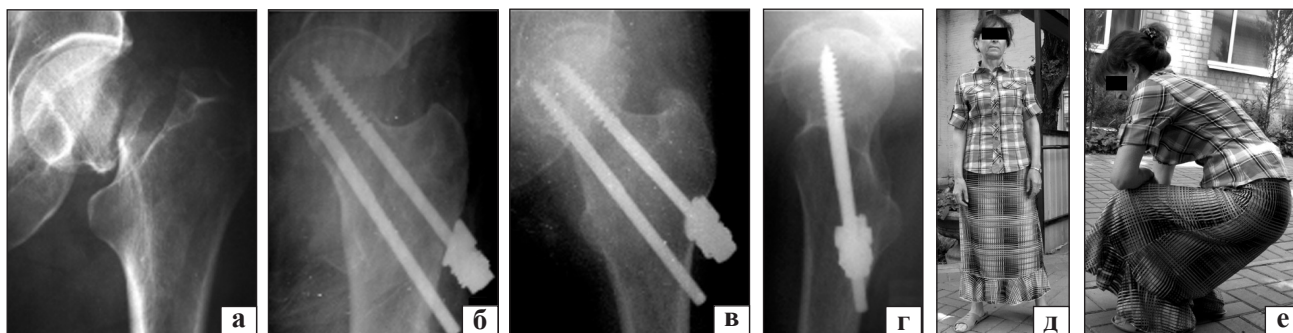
Рентгенограммы и функциональный результат больной П.: а) при поступлении в стационар; б) в операционной после установки фиксатора; в, г) через 5 мес. после операции; д, е) функциональный результат через 5 мес.
